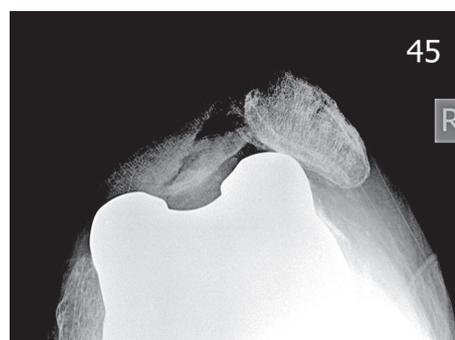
Рентгенограммы правого коленного сустава больного Г. с вывихом надколенника после эндопротезирования коленного сустава в прямой и аксиальной проекциях
